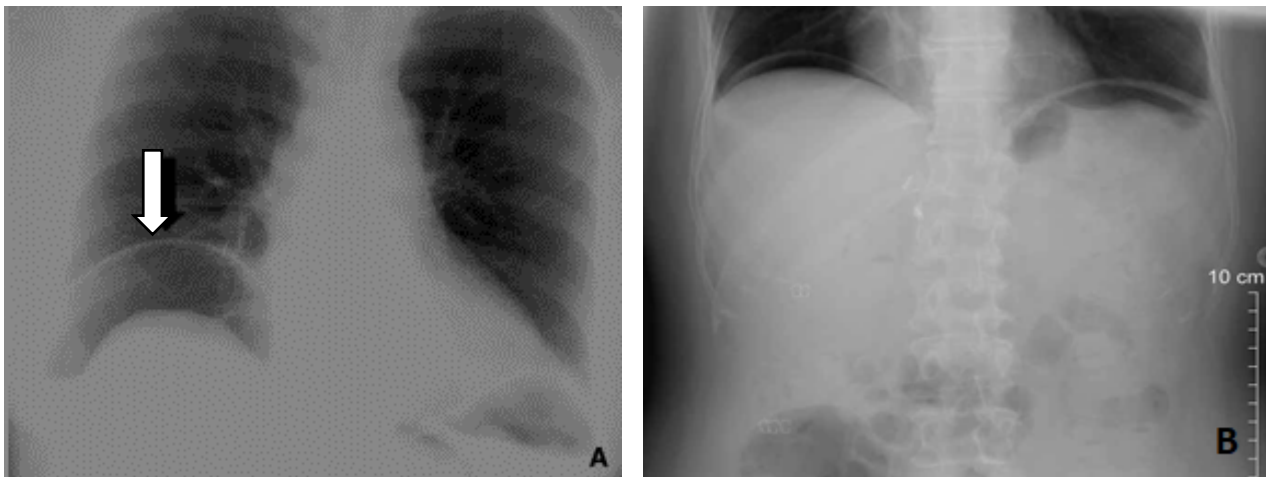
Pneumopéritoine sur une radiographie thoracique et ASP debout
